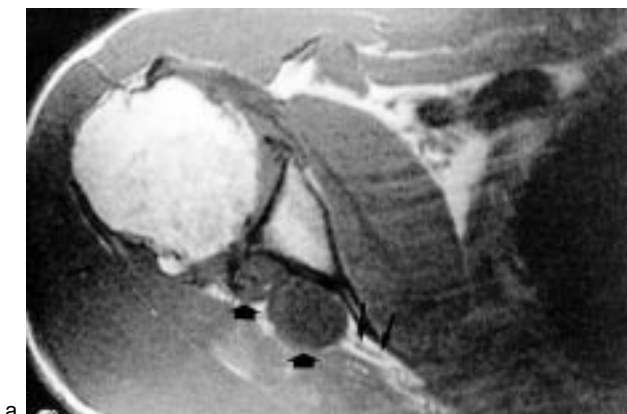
Coupes IRM axiale T1 (a) et sagittale T2 (b).
